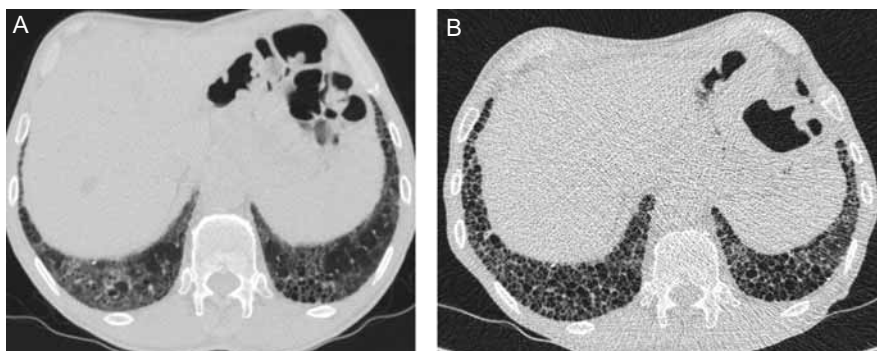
Данные компьютерной томографии высокого разрешения пациента Р.: А – исходно, В – через 2 года. Паттерн обычной интерстициальной пневмонии.
